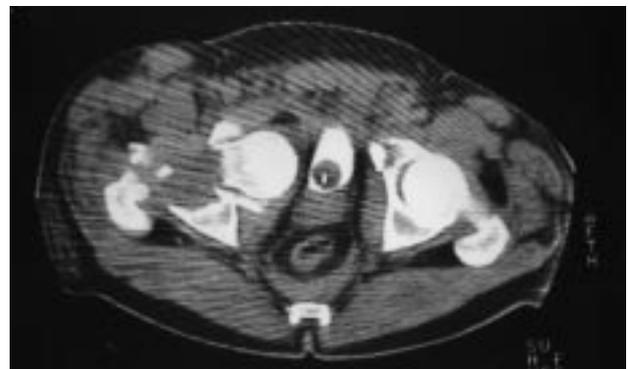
TAC del anillo pélvico que muestra la localización intrapélvica de la cabeza femoral.
